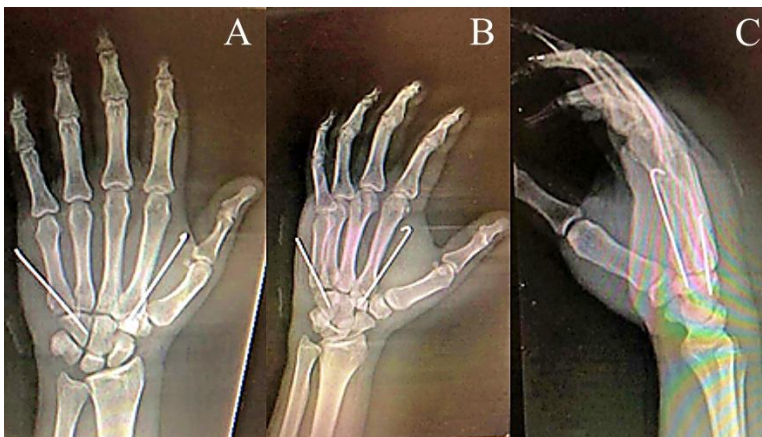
Radiografias pós-operatórias da mão direita A) Anterossuperior, B) Oblíquo, C) Perfil (Lateral)
